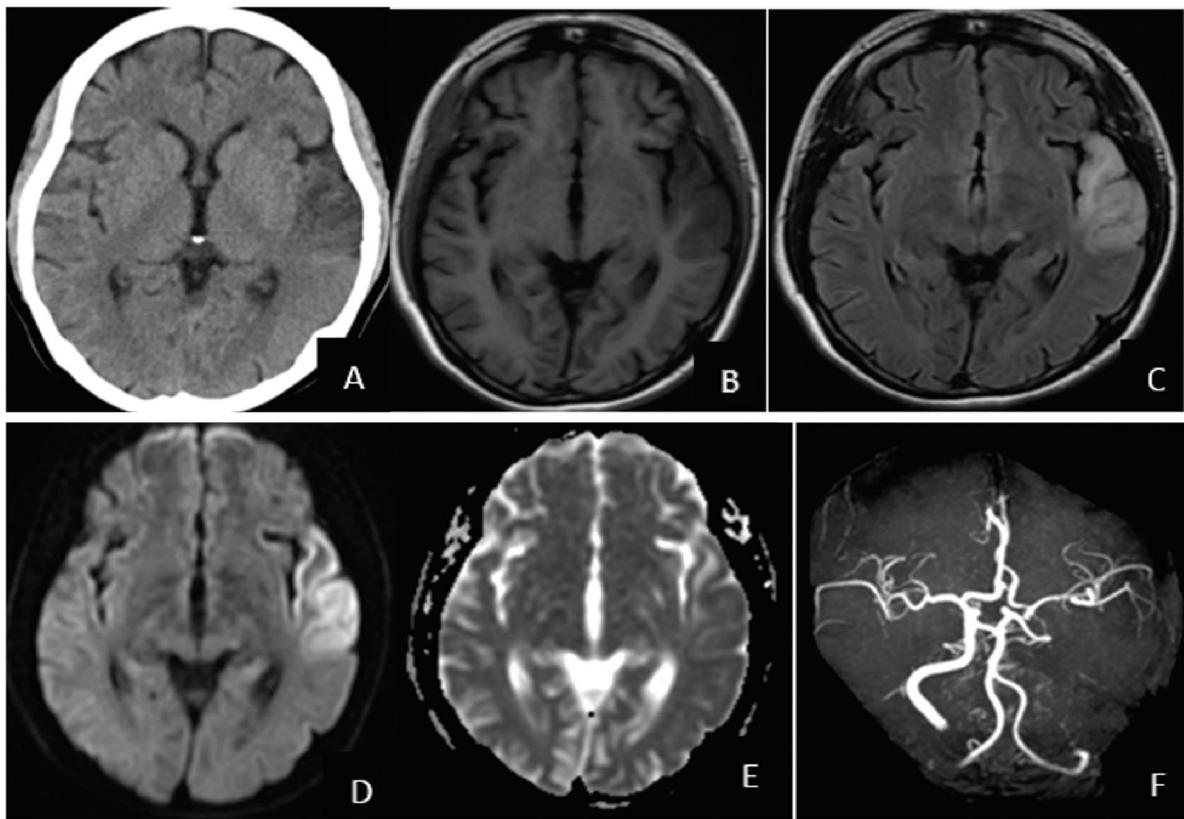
A:头部CT示左侧颞叶片状低密度改变;B、C:头部MRI示左侧颞叶片状脑回样长T₁、长T₂flair信号;D:DWI示左侧颞叶局部高信号改变;E:ADC示左侧颞叶局部略肿;F:MRA显示左侧颈内动脉闭塞,左侧大脑中动脉血供来自左侧大脑后动脉及大脑前动脉,左侧大脑中动脉血管分支正常
